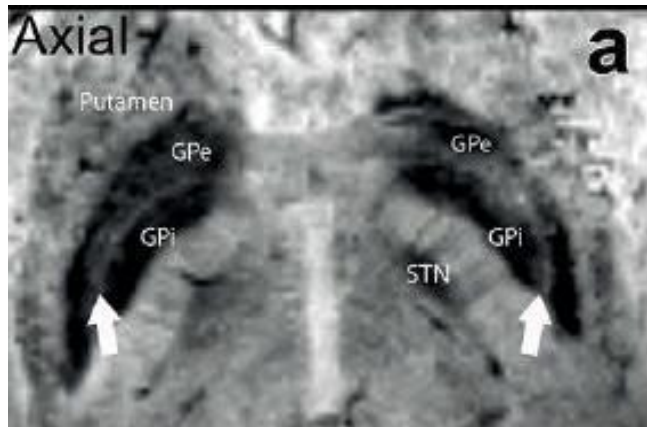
IRM cerebral de humano em campo de 7 T. Imagem ponderada em SWI, corte no plano axial, indicando a localização do Putâmen, Globo Pálido Interno (GPi), Globo Pálido Externo (GPe) e Núcleo subtalâmico (STN) As setas indicam a Lâmina medular medial, uma fina camada que separa o GPi do GPe. Fonte: adaptado de DAGHER; TUIITE, 2013.
